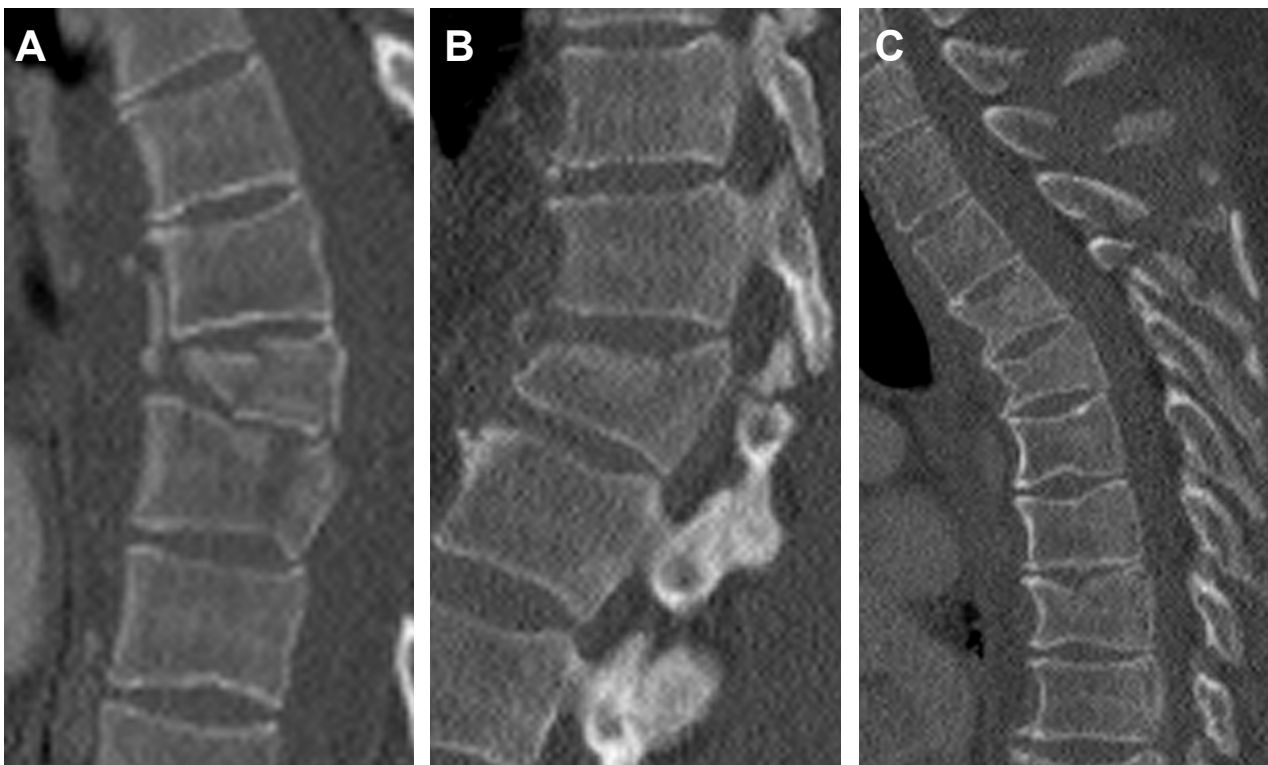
Beispiele für Frakturen aus dem Patientenkollektiv Ausschnitte aus CT-Bildern, jeweils sagittale Schnitte. A: A3.2-Fraktur BWK 8/9, B: B2.3-Fraktur BWK 12, C: C.1.3-Fraktur BWK 4/5
